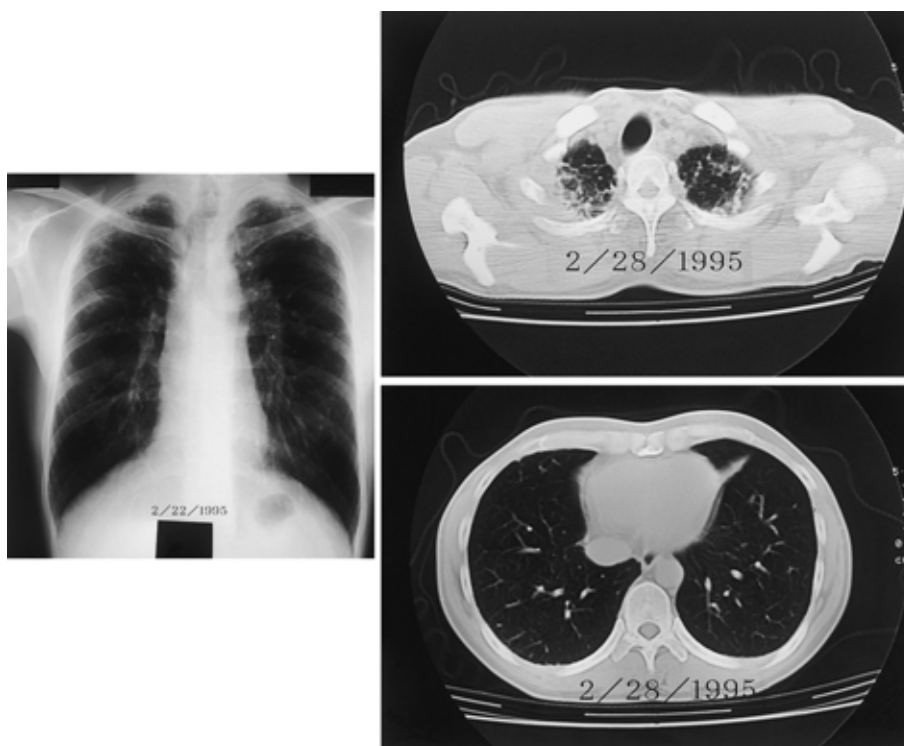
Chest X-ray obtained at presentation ( left ) showing subpleural fibrosis in the upper lobes. A chest computed tomographic scan obtained at the same time ( right ) showing subpleural pulmonary opacities with small cystic lesions prominent in the upper lobe.
